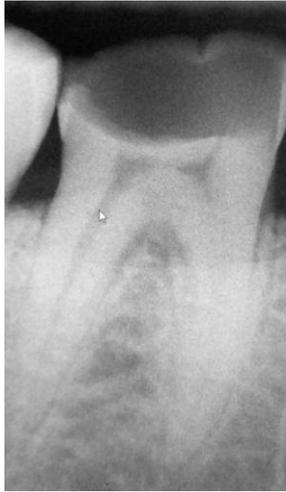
Radiographie de molaire avec exposition pulpaire distale
